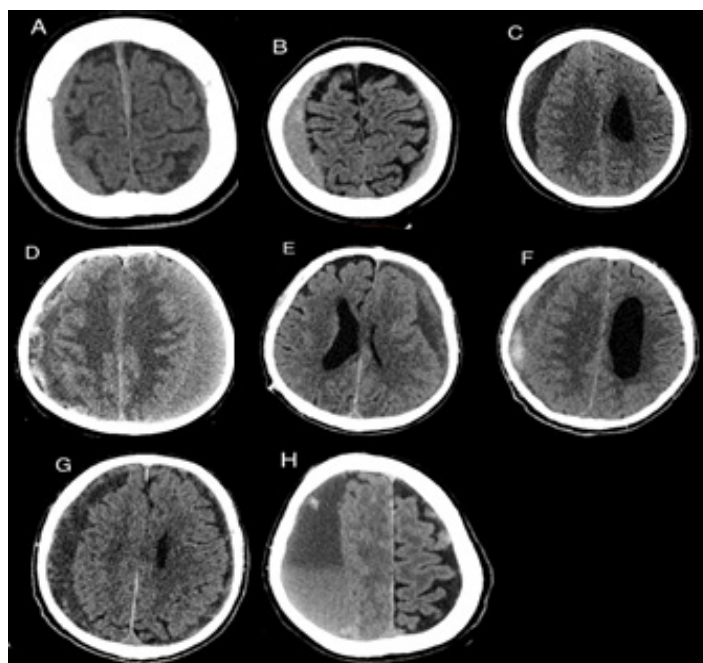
Компьютерные томограммы пациентов с хронической субдуральной гематомой, характерной для классификации, предложенной Накагучи и другими: А – изоденсный подтип; В – гиперденсный подтип; С – гомогенный гиподенсный тип; D – изоденстный подтип слева, трабекулярный тип справа; Е – градационный тип; F – слоистый тип; G – трабекулярный тип; H – разделенный тип
